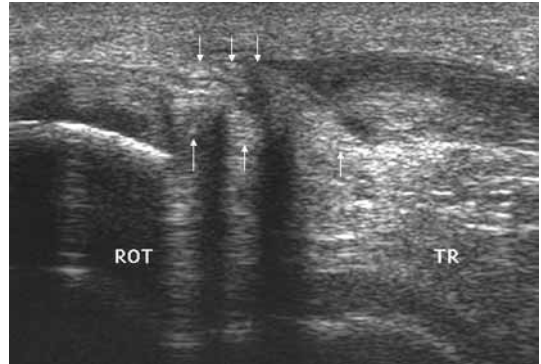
Ecografía de rodilla donde se aprecia una rotura completa del tendón rotuliano en el 1/3 proximal. Entre flechas la zona de separación entre los extremos tendinosos.
